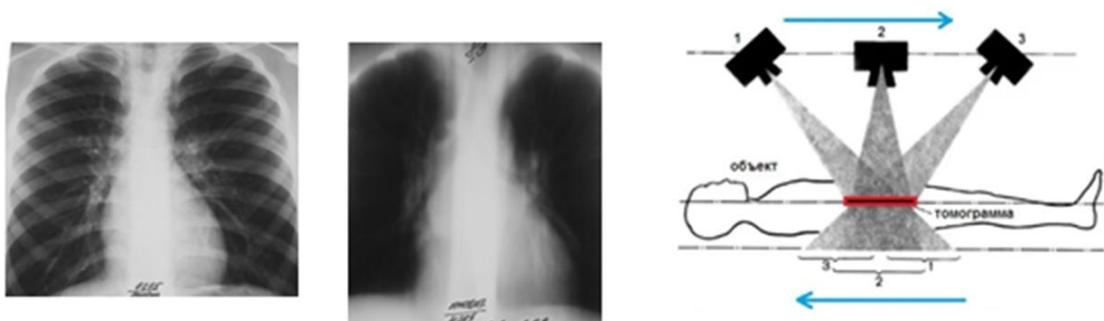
Линейная томография органов грудной клетки
